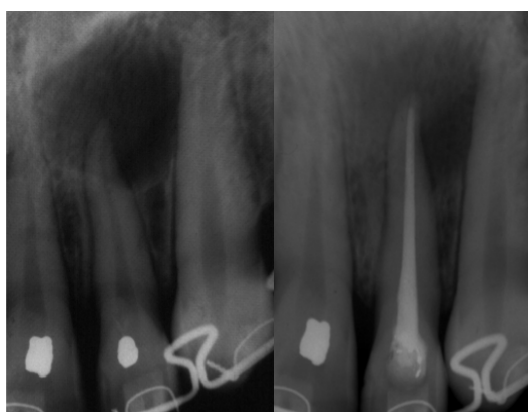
Fotografías radiográficas que muestran una lesión periapical a causa de periodontitis con requerimiento de tratamiento de conductos durante el tratamiento ortodóncico con brackets. Obsérvese la eliminación casi completa de la lesión a un año de haber realizado el tratamiento.
